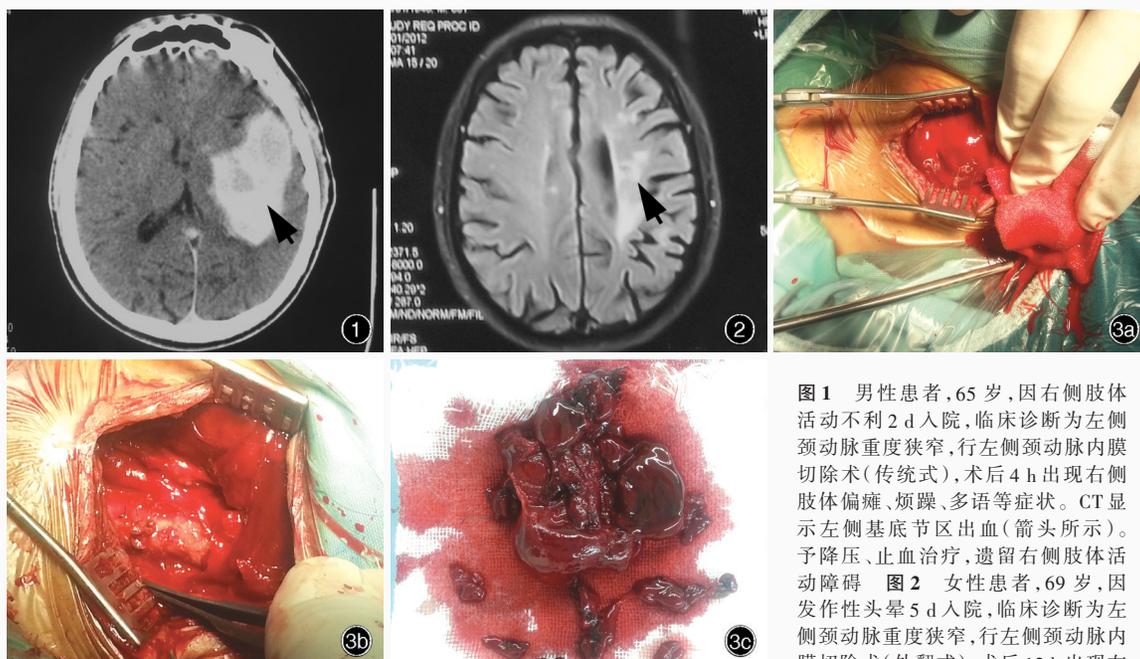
男性患者, 65 岁, 因右侧肢体活动不利 2 d 入院, 临床诊断为左侧颈动脉重度狭窄, 行左侧颈动脉内膜切除术(传统式), 术后 4 h 出现右侧肢体偏瘫、烦躁、多语等症状。CT 显示左侧基底节区出血(箭头所示)。予降压、止血治疗, 遗留右侧肢体活动障碍 图 2 女性患者, 69 岁, 因发作性头晕 5 d 入院, 临床诊断为左侧颈动脉重度狭窄, 行左侧颈动脉内膜切除术(外翻式), 术后 12 h 出现左
